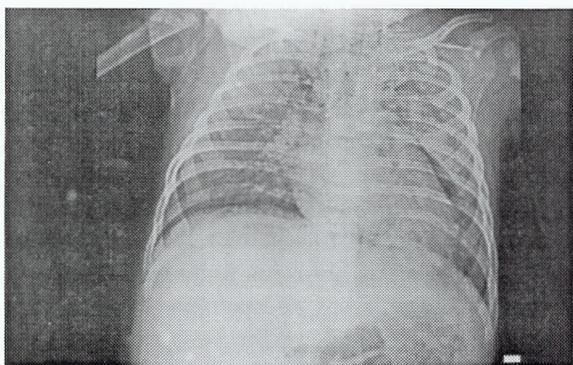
Radiografia do tórax: infiltrado alveolo-intersticial difuso e pneumomediastino.
